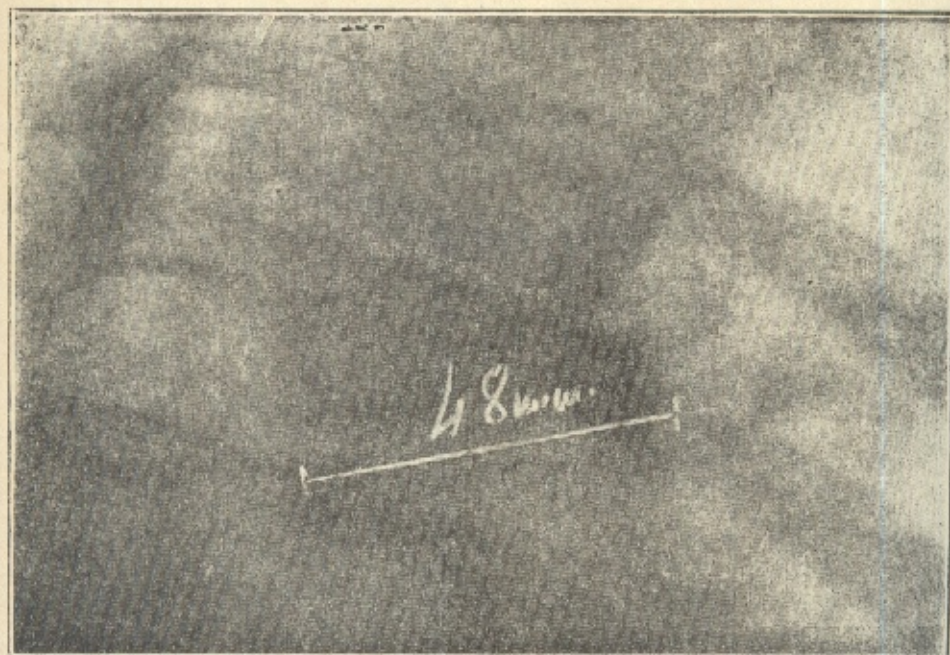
Teleradiografia em posição oblíqua anterior direita
